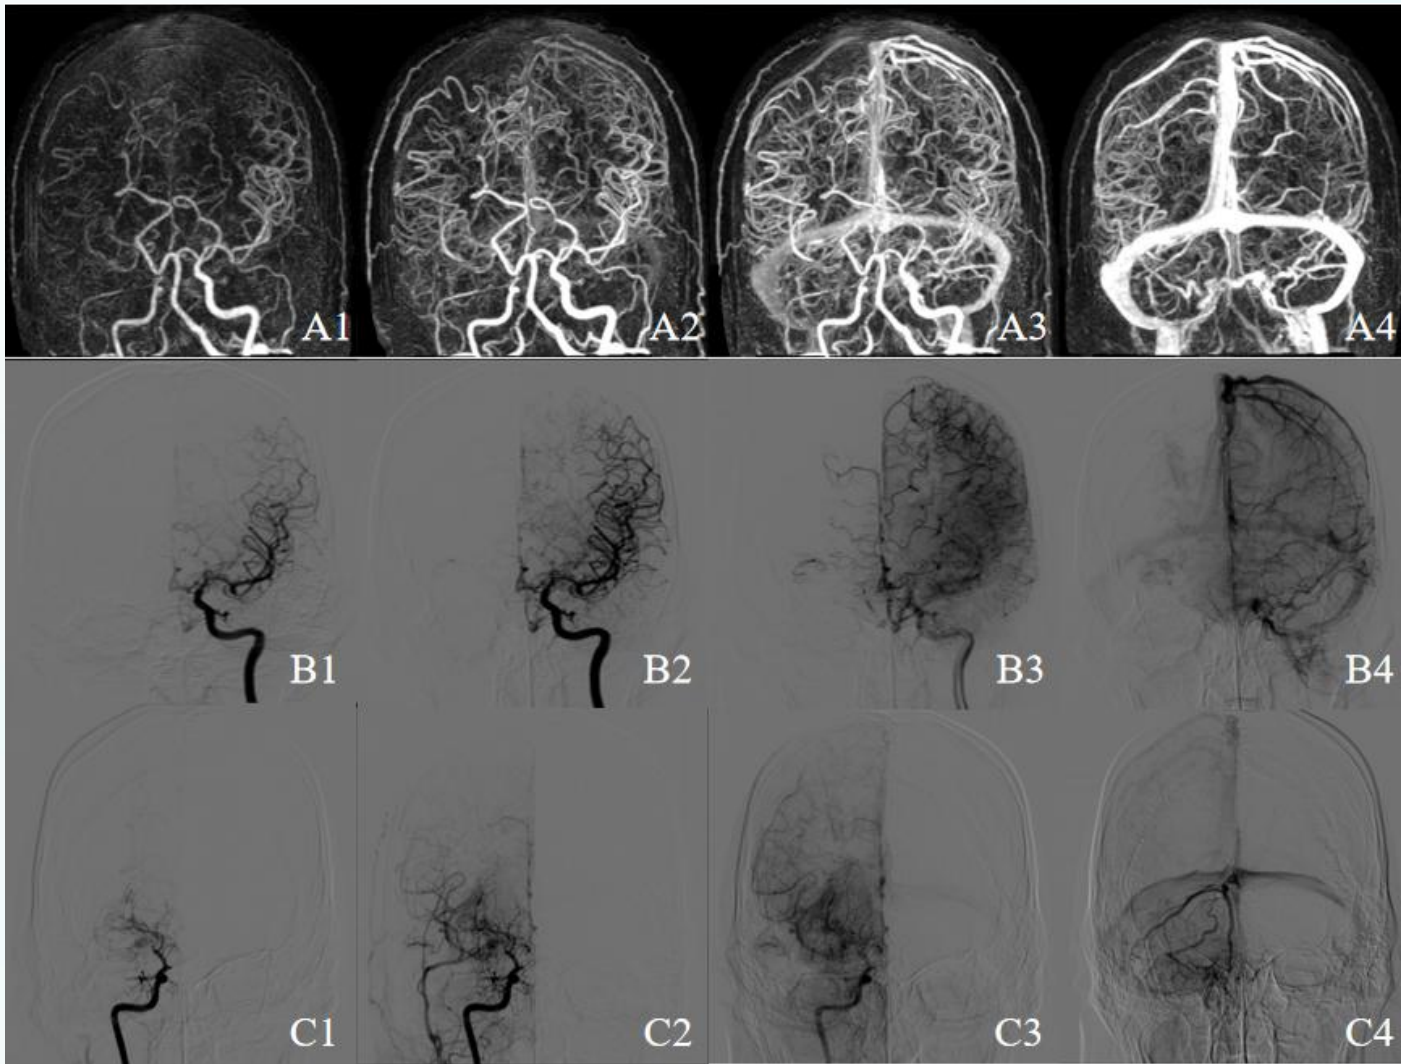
侧支循环评分。36岁男性，因持续性口角麻木就诊。A组为4D-CTA影像，B、C组为DSA影像；左侧大脑中动脉分支在4D-CTA及DSA所有期相中分布和数量均正常，因此ASPECTS多期评分为5分，ASITN/SIR评分为4分，4D-CTA分组和DSA分组均为侧支良好组；右侧大脑中动脉分支在动脉峰值期（A1）明显减少，在延迟两个期相时（A3）分布范围、数量及显影程度较对侧一致，因此ASPECTS多期评分为3分，侧支分组为侧支中等组；在DSA中，右侧大脑中动脉分支血流速度缓慢，并伴灌注缺损，ASITN/SIR评分为2分，侧支分组为侧支中等组。
